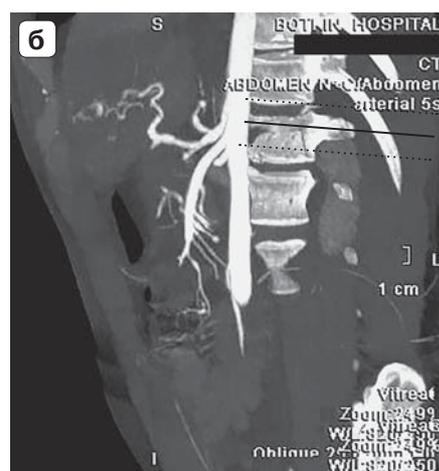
КТ с внутривенным контрастированием. а – аксиальная плоскость. В S_V левой доли печени прослеживается участок экстравазации контрастного препарата на фоне линии разрыва паренхимы; б – тот же пациент, MIP-реконструкция. Представлены ветви печеночной артерии. Область экстравазации видна более отчетливо.
